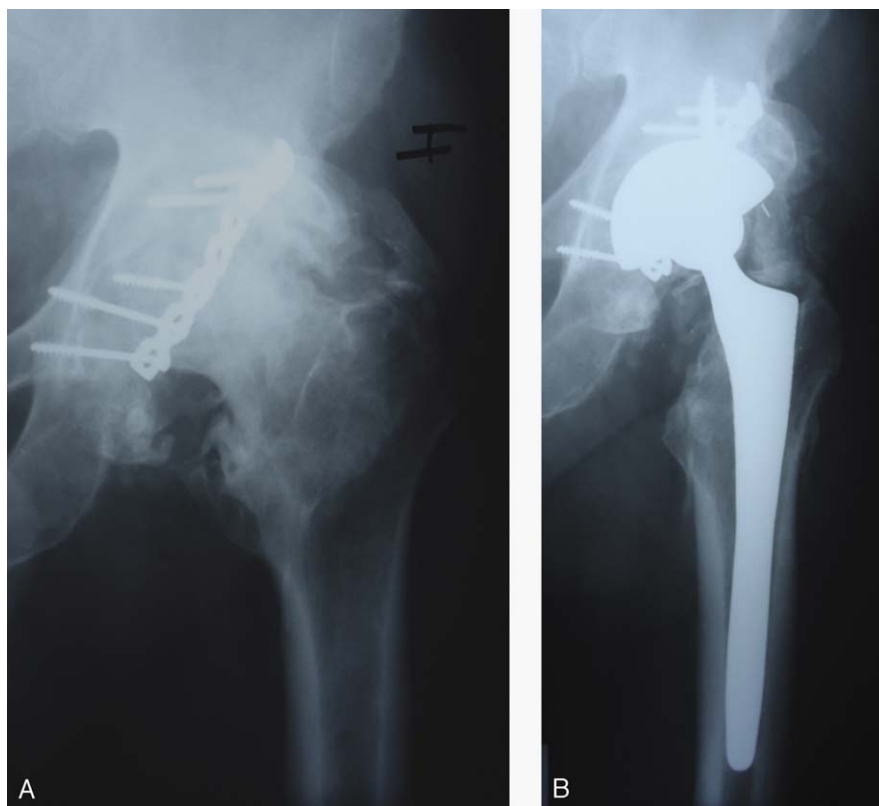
Varón de 63 años de edad. A) Radiografía anteroposterior de cadera. Coxartrosis a los 3 años tras reducción abierta y síntesis de fractura de pared y columna posterior de cotilo. Osificaciones heterotópicas grado III. B). Radiografía anteroposterior de cadera 6 años de seguimiento tras prótesis total de cadera no cementada. Osificaciones heterotópicas grado III. Resultado regular.
